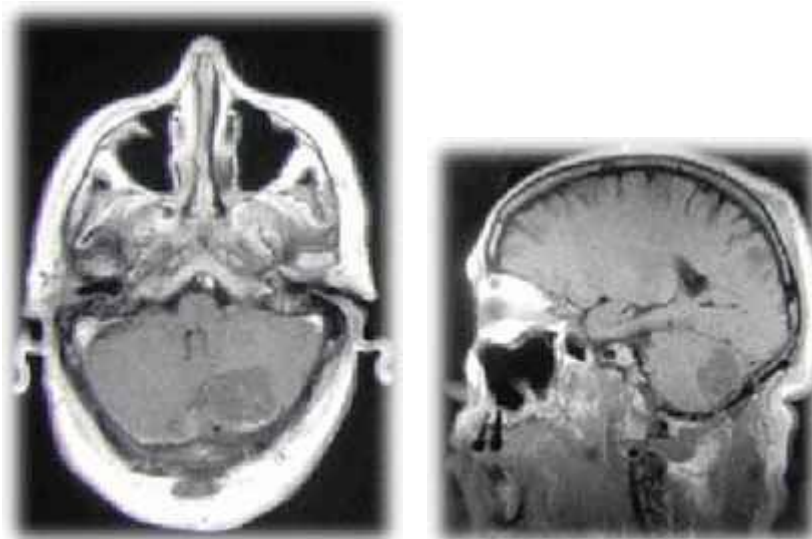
RMN assiale T1 postoperatorio, l'area ipointensa corrisponde alla sede d'asportazione del tumore.
